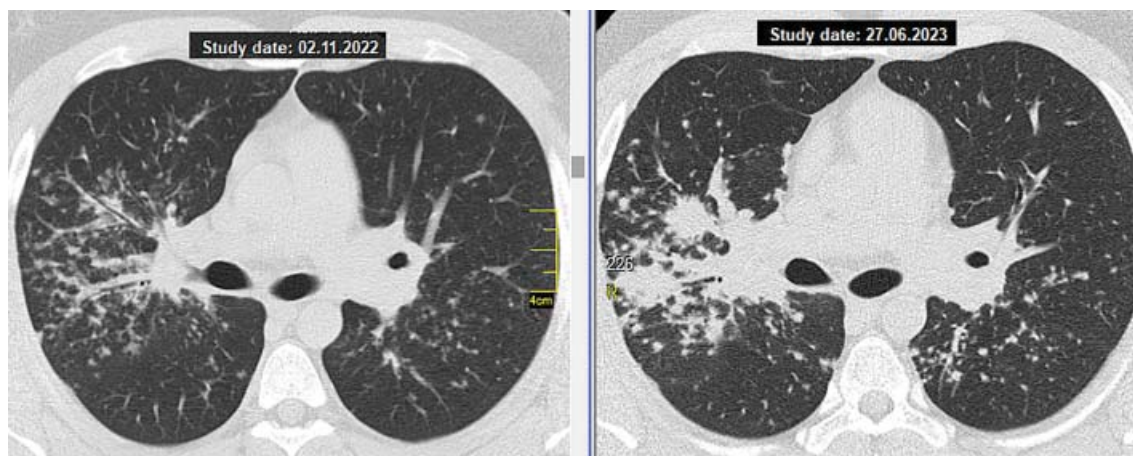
КТ пацієнта К., саркоїдоз легень, II стадія, рефрактерній перебіг: злиття гранулематозних вузликів в утворення та консолидації в прикореневих зонах.
